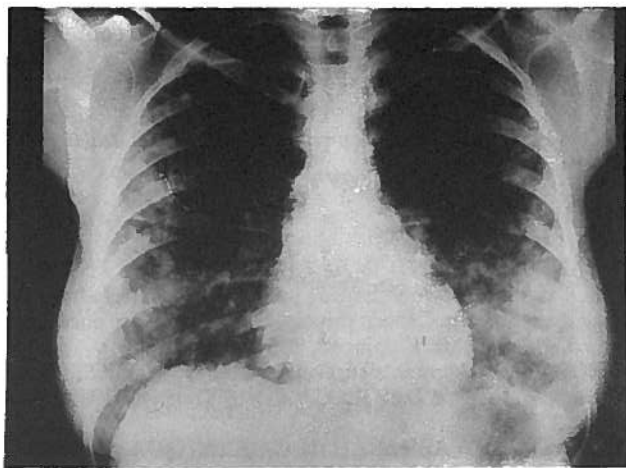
Radiografia do tórax - Observam-se infiltrados algodono- nos dispersos nos hemitoraces.
